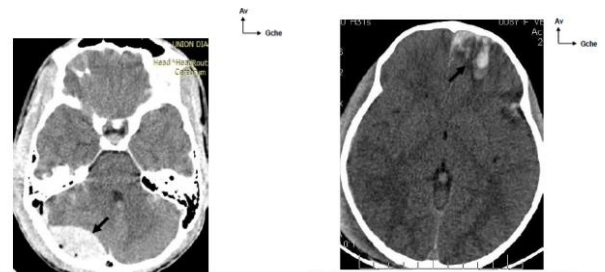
TDM cérébrale en coupe axiale montrant un lésionnaire extra dural de la fosse postérieure (flèche noire) chez un patient traumatisé crânien suite à un accident de la circulation. Figure 2 : TDM cérébrale en coupe axiale montrant une contusion orbito-linguocentrale fronto-temporale gauche (flèche noire) suite à un accident de la circulation.
